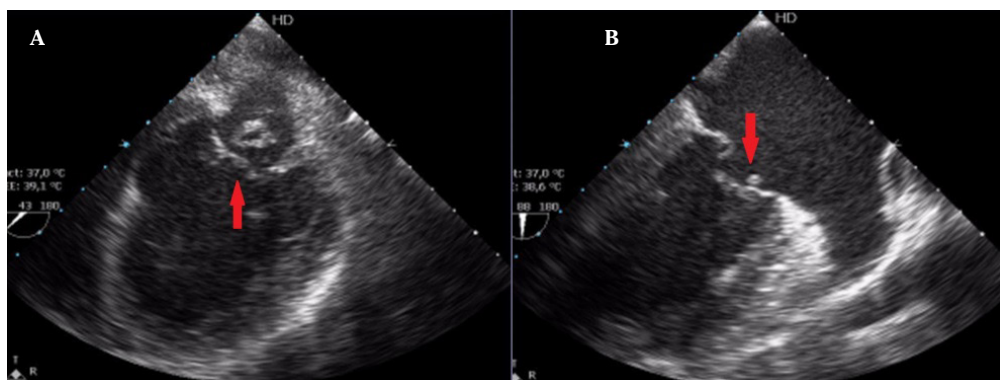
Ecocardiograma transesofágico, a nivel medioesofágico. Vegetación en velo posterior de válvula mitral (flechas). A. Corte a 45 grados. B. Corte a 90 grados.
